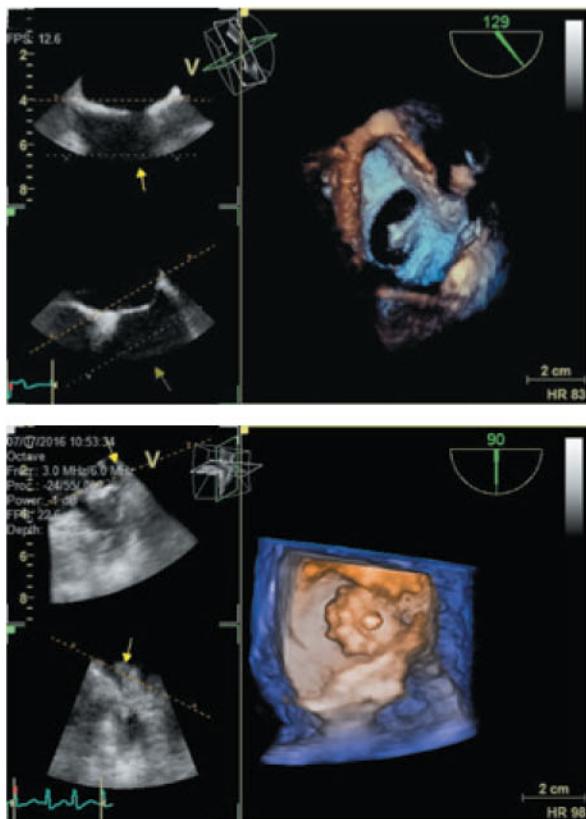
介入性心臟超音波可清晰呈現心臟病灶（箭頭指示）。
